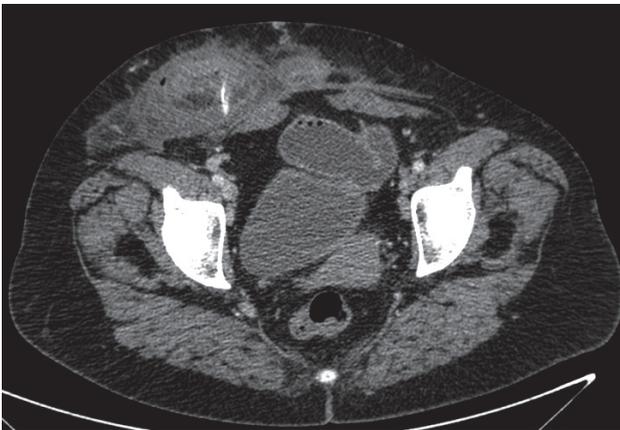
Corte axial de TAC que muestra asa herniada con cuerpo extraño en su interior.
